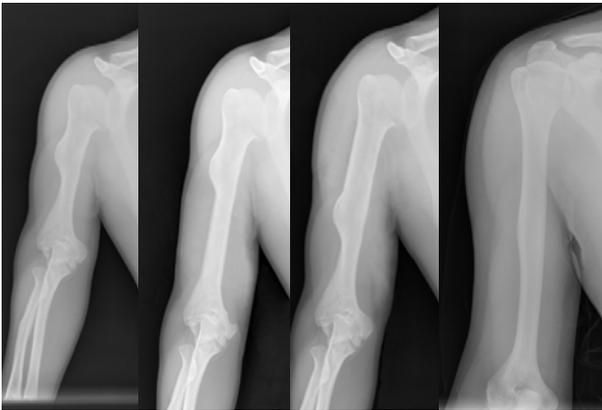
Компьютерное моделирование удлинения плеча. Рентгенография плеча больного ахондроплазией (а), проведение остеотомии дистальной дельтовидной бугристости (б), проведение остеотомии проксимальной дельтовидной бугристости (в), рентгенография плеча здорового сверстника (г).
